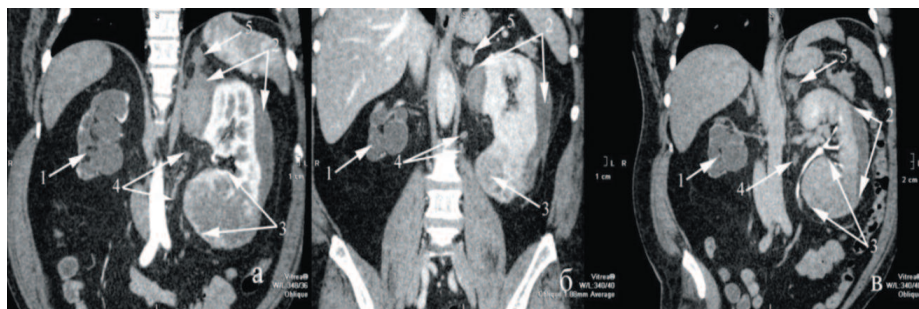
СКТ а – артериальная, б – венозная и с – экскреторная фазы (пояснения в тексте)
